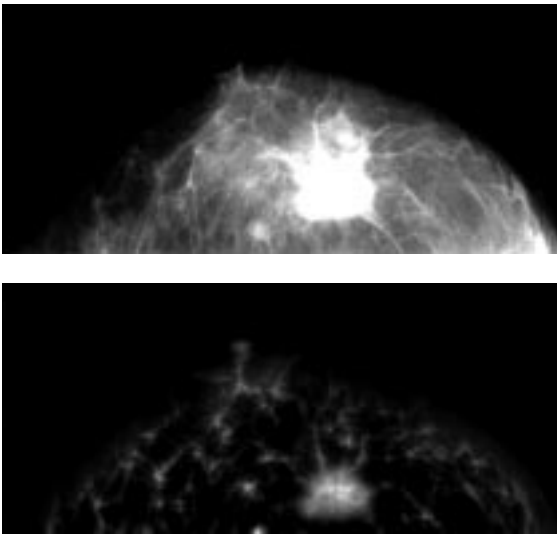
Original x-ray image and its iris filtered image
